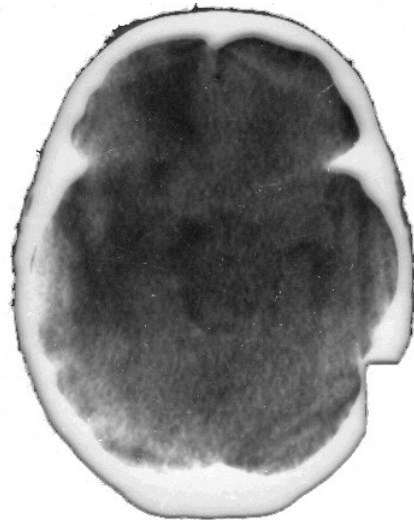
Компьютерная томограмма головы в сечении на уровне лба
